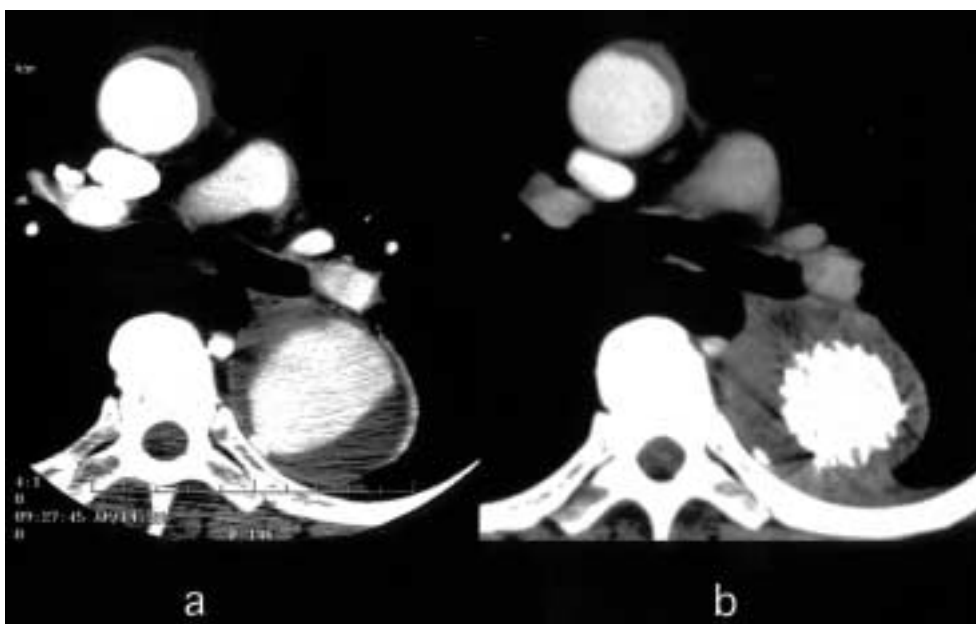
CT of the patients who had mild respiratory disorders
